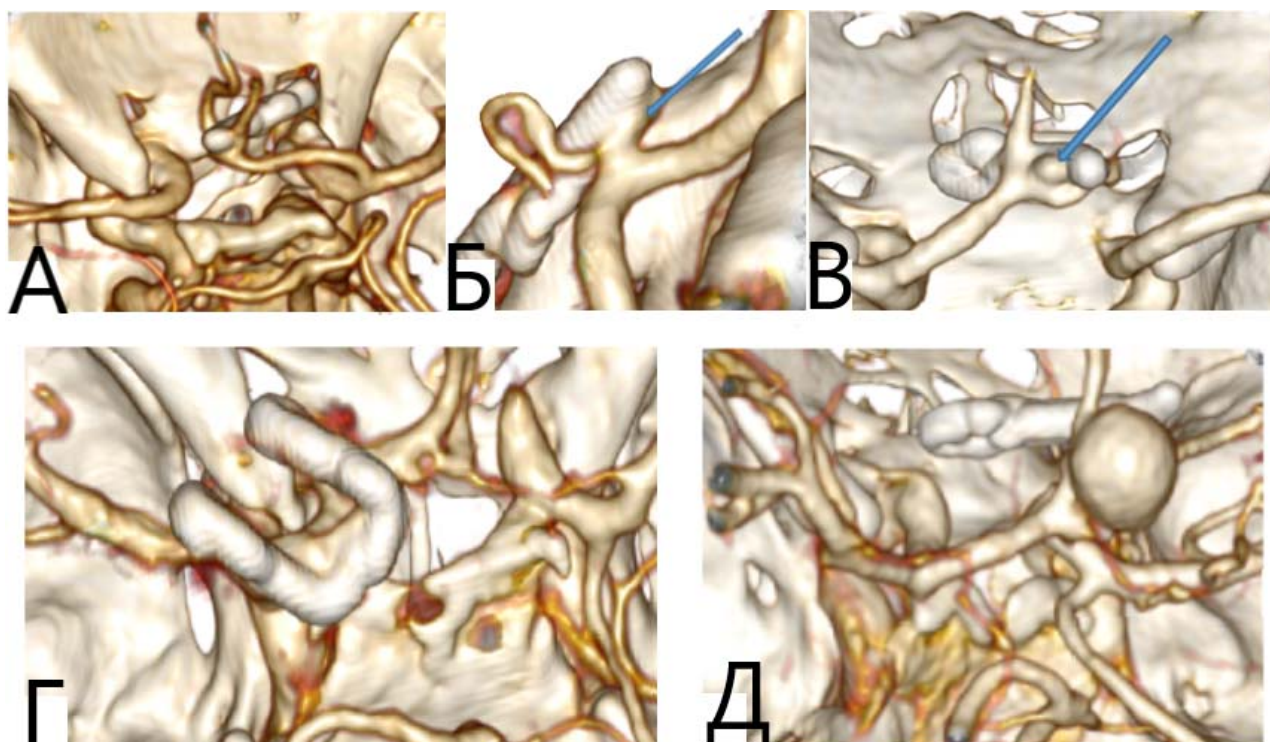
Степень радикальности выключения мешотчатых и фузиформных ЦА. А. Тотальное выключение (MR1) при одиночном клипировании мешотчатой ЦА ПСА; Б. субтотальное выключение (MR2) мешотчатой ЦА устья ЗНМА при тандемном клипировании; В. частичное выключение (MR3) мешотчатой ЦА ПСА при одиночном клипировании; Г. тотальное выключение (FR2) фузиформной ЦА А1-сегмента левой ПМА при клипировании с туннелированием несущей артерии встречным способом; Д. частичное выключение (FR3) фузиформной ЦА А2 сегмента при простом клипировании с дистальным усилением
